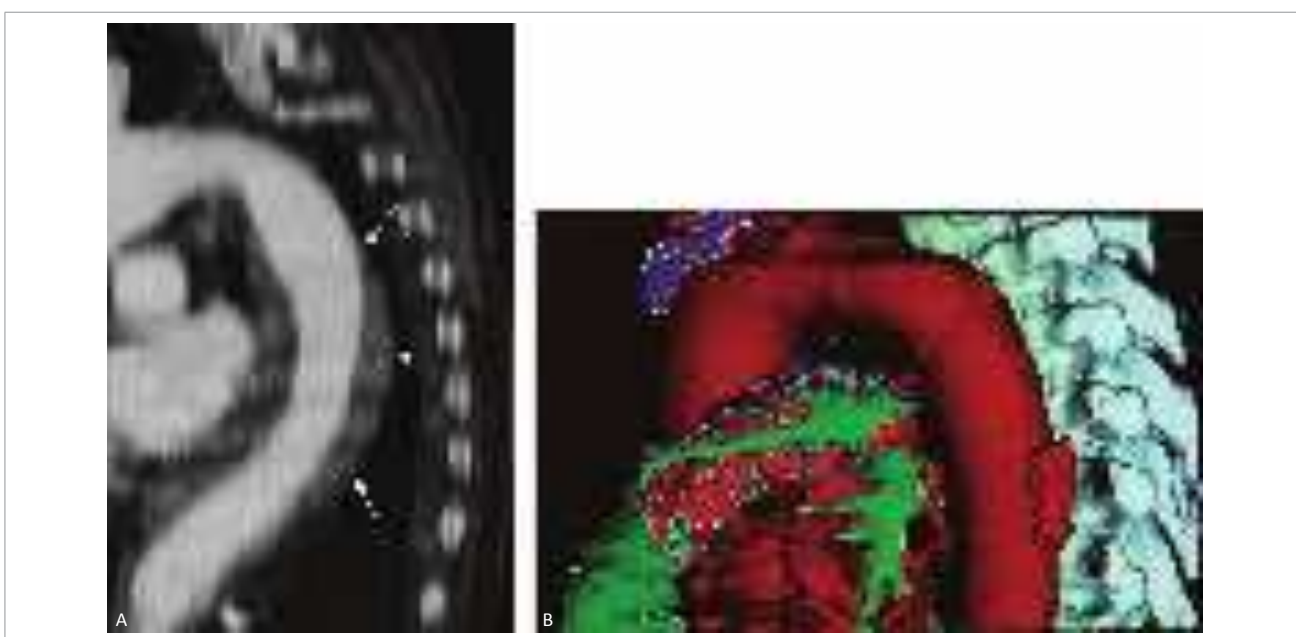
(A) Tomografia helicoidal, evidenciando extensa dissecção em aorta torácica (setas). (B) Tomografia helicoidal com reconstrução tridimensional da aorta torácica, revelando a presença de úlcera penetrante (setas).
